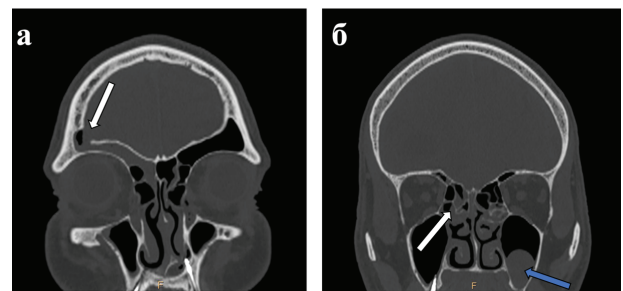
МСКТ придаточных пазух носа, корональные срезы, костное окно:
